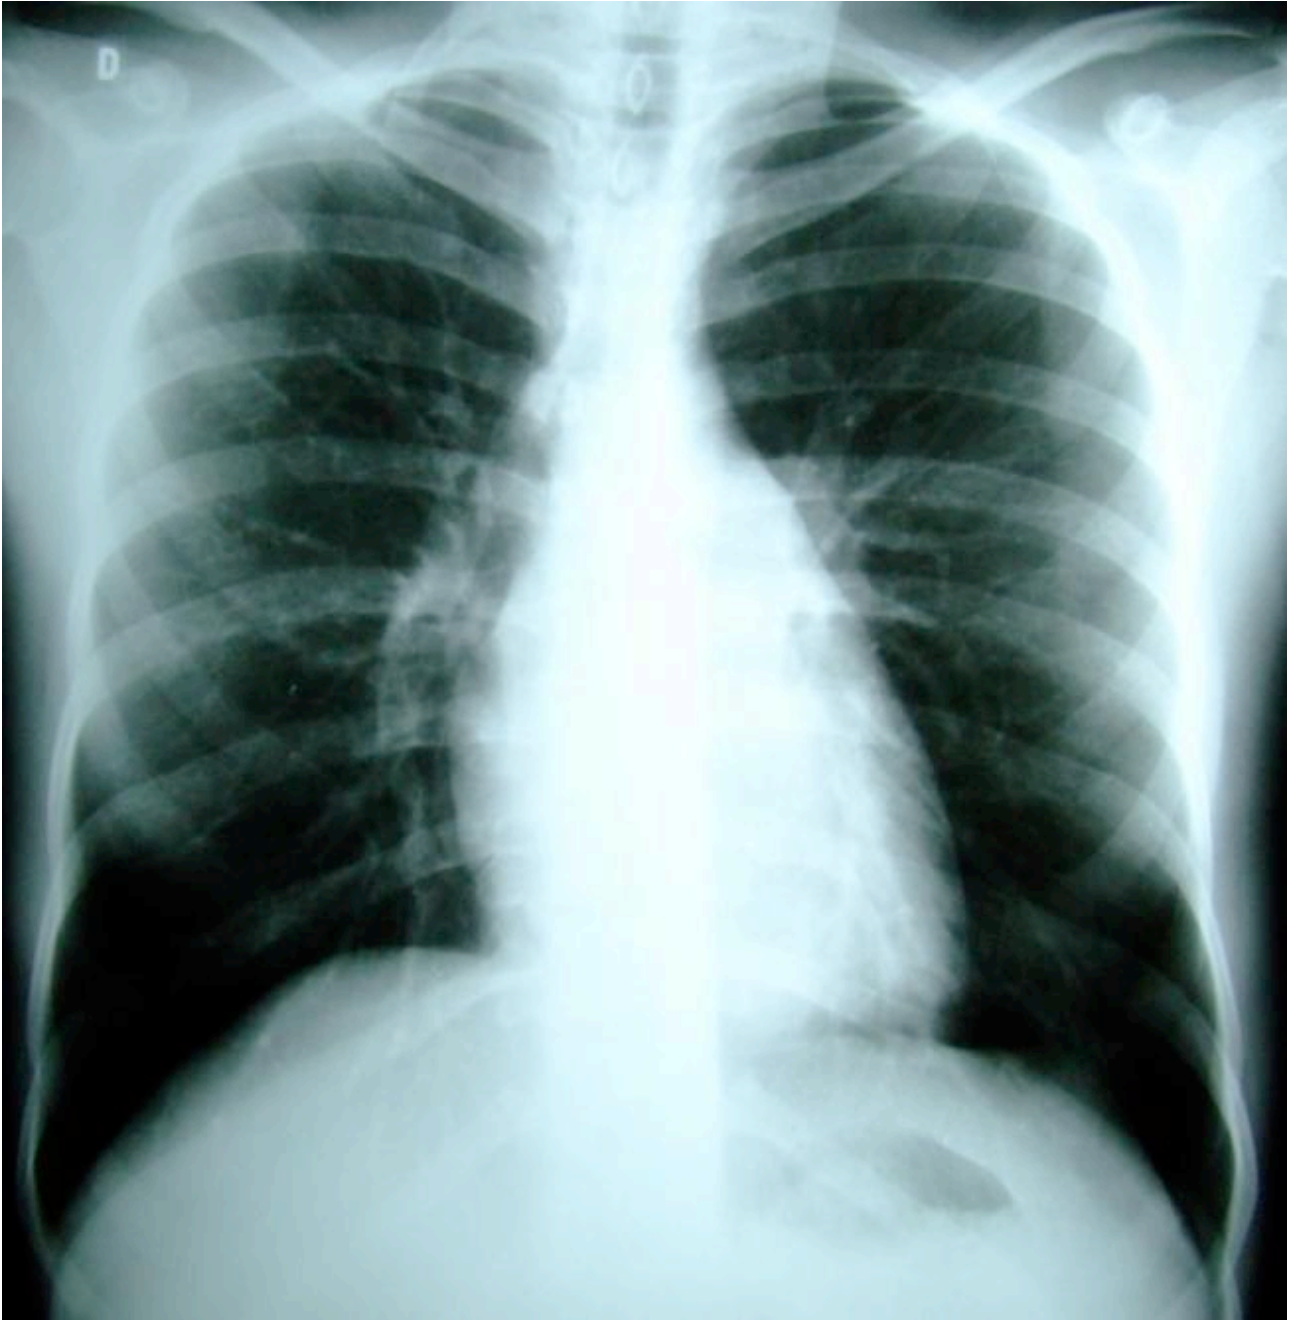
Telerradiografia de tórax em pósterio-anterior, paciente feminino, 19 anos, neutropênico e febril há 24 horas. Exame normal.
